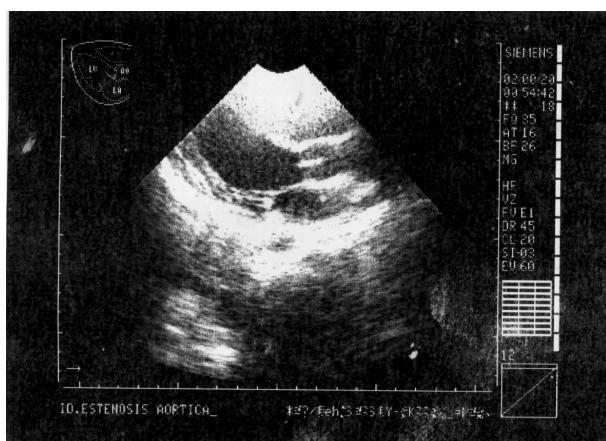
Ecocardiograma en corte longitudinal de una paciente con estenosis aórtica congénita. Durante la sístole ventricular, las signoideas aórticas fusionadas en su comisura no se separan y se forma un “domo sistólico”, característico de este tipo de lesión.
